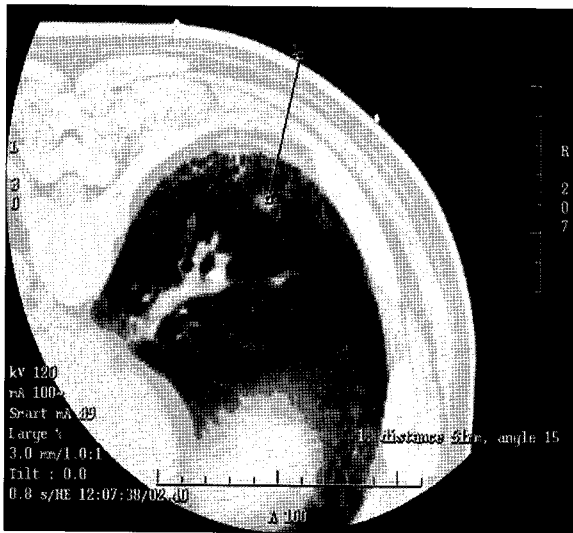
Computed tomogram with prone position shows a 13 mm-deep subpleural lung nodule in right lower lobe. The lesion lobe was successfully localized by a hook wire and proved to be bronchioloalveolar cell carcinoma after wedge resection.
